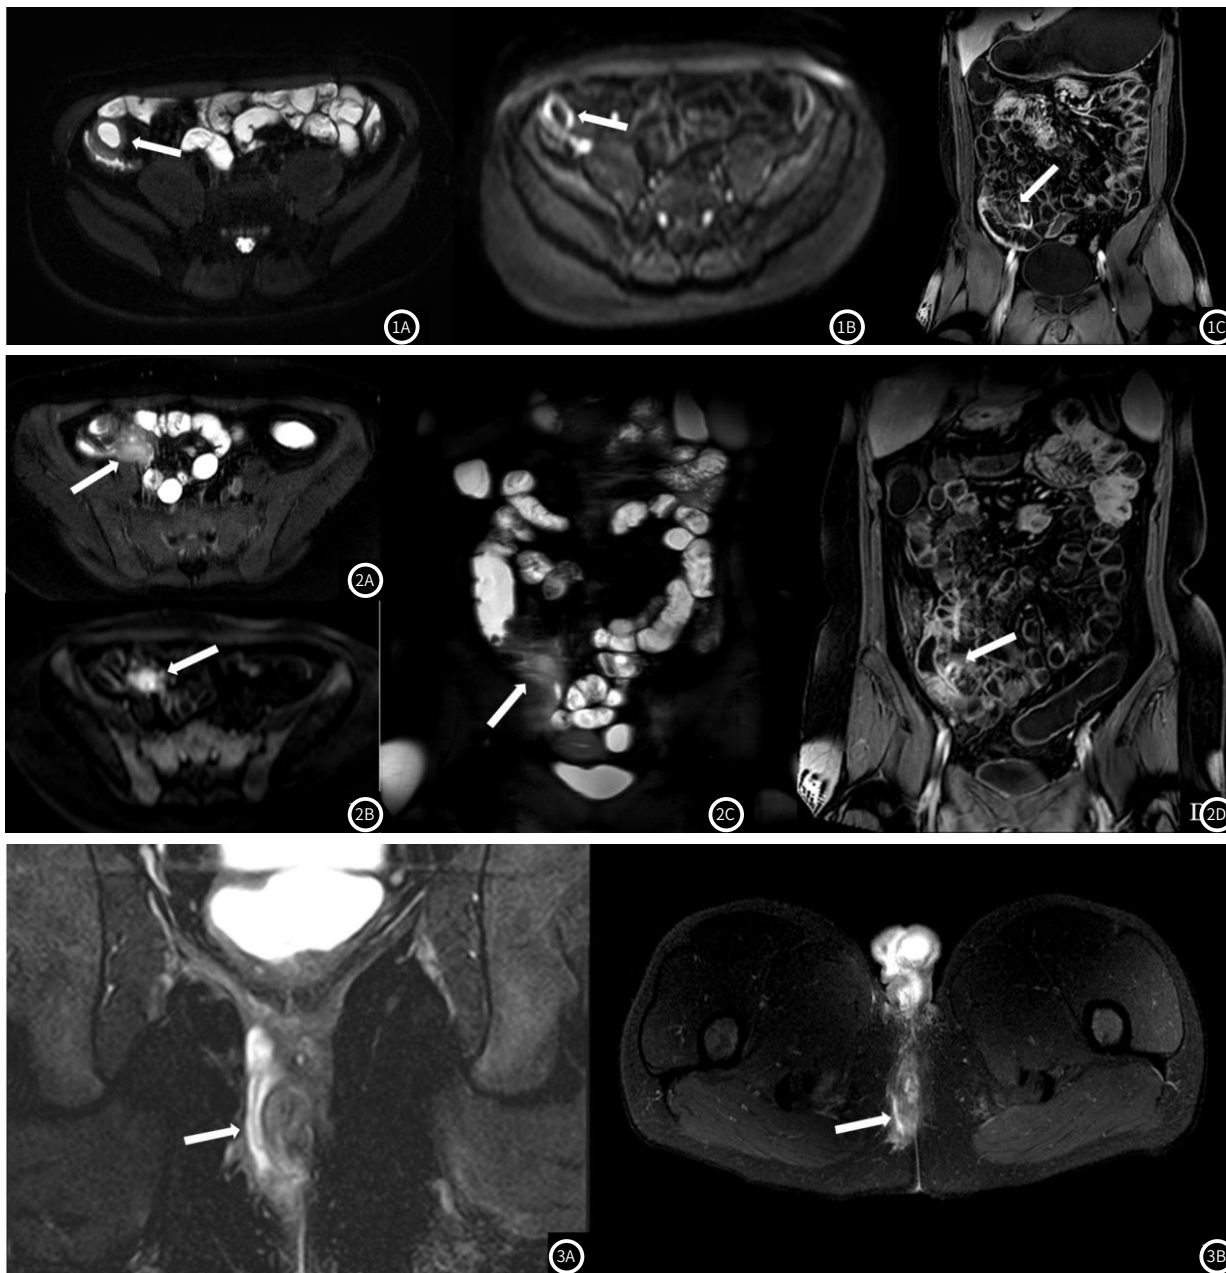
图1C CD患者MRI小肠造影影像学资料; 图2A-图2D CD患者2MRI小肠造影影像学资料; 图3A-图3B CD患者3MRI小肠造影影像学资料
